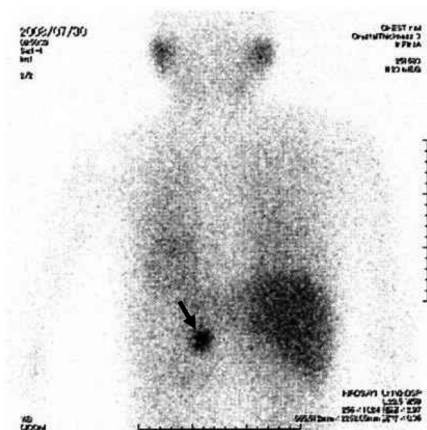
^{123}I -MIBG scintigraphy demonstrated the accumulation of radionuclide in the region of the tumor in the left adrenal area.
